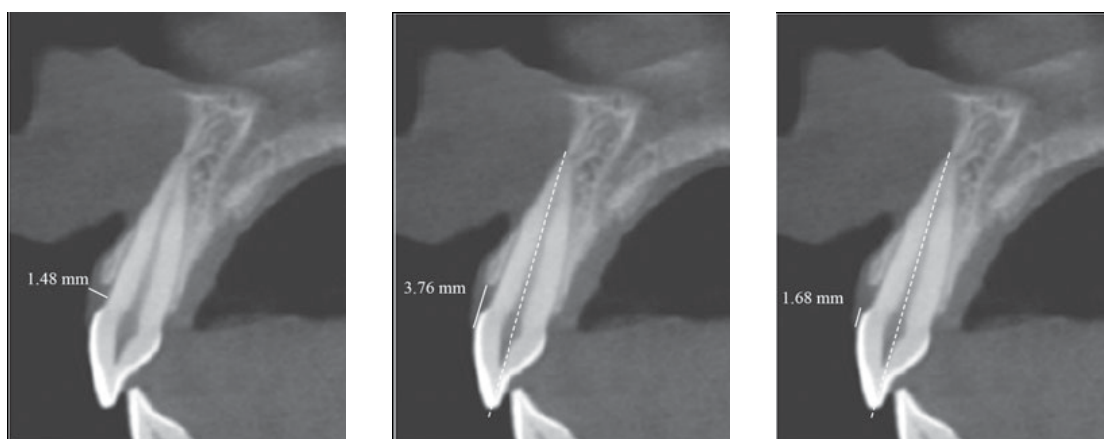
A: Medida da espessura da gengiva vestibular na imagem do paciente com um biótipo periodontal grosso (ST-CBCT). B, Medida da distância da margem gengival para crista óssea vestibular. C, Medida da distância da margem gengival para a junção amelo-cementária. Linhas pontilhadas representam o eixo longo do dente.
